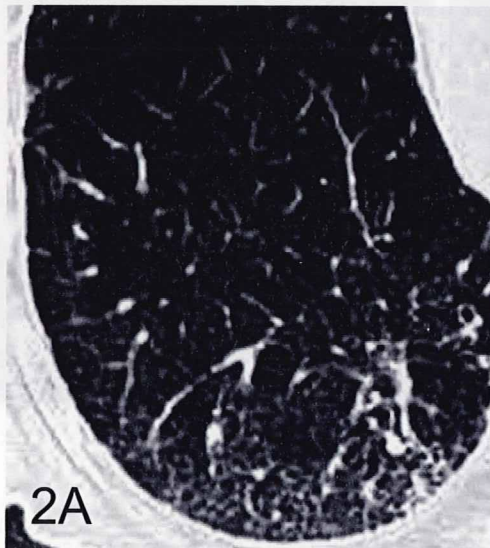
肺死後CT画像と解剖所見の対比、アスベスト肺症例
